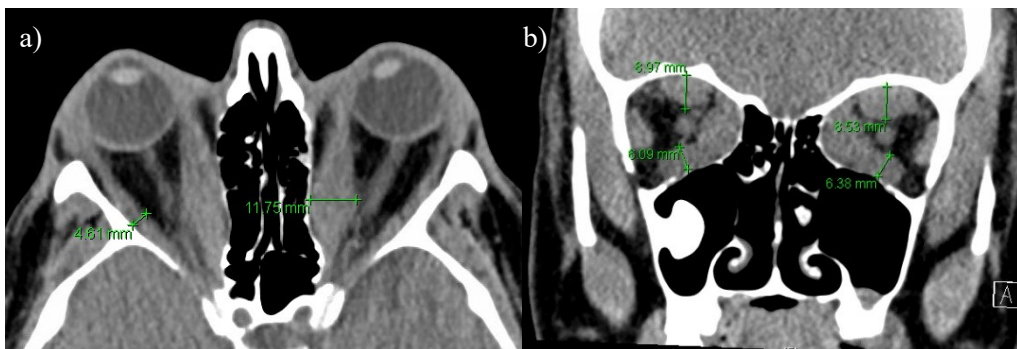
Computertomografie der Nasennebenhöhlen: a) axiale Schnittführung, Messung des MR links und des LR rechts b) koronare Schnittführung, Messung SMG und IR bds.
